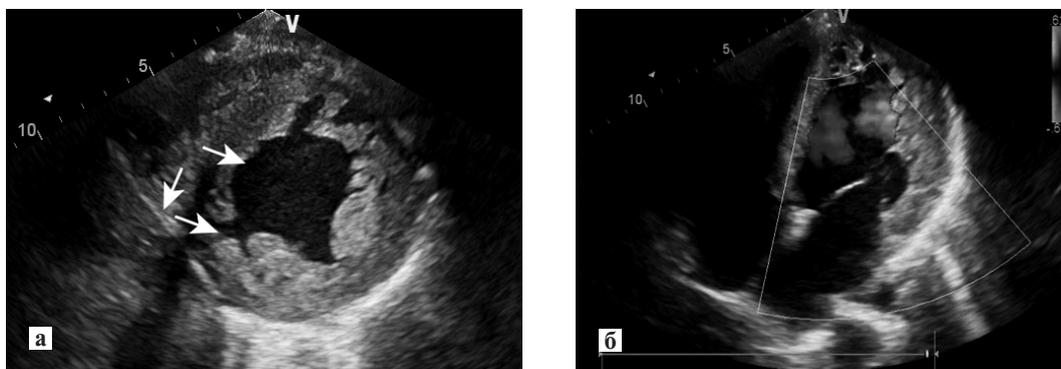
Эхокардиограмма: проекция короткой оси левого желудочка (а) и четырехкамерная позиция (б). Визуализируются лакуны практически на всех стенках левого желудочка (красные стрелки), а также неоднородность структуры миокарда и утолщение задней стенки левого желудочка.
